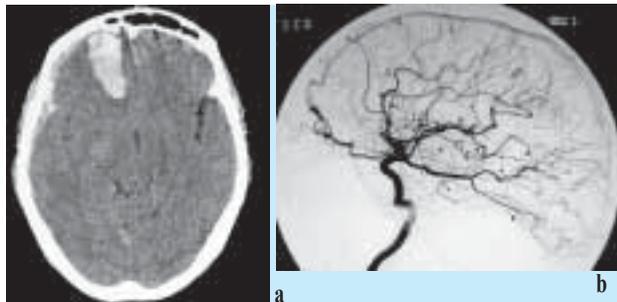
Doente do sexo masculino de 75 anos de idade com FAV dural da fossa anterior Borden grau III e apresentação aguda hemorrágica. 2a- TC plano axial: Hematoma agudo intra-axial fronto-basal direito com hematoma sub-dural associado. 2b- Angiografia digital, injeção na artéria carótida interna direita, incidência de perfil: FAV dural da fossa anterior alimentada pelos ramos etmoidais da artéria oftálmica.
